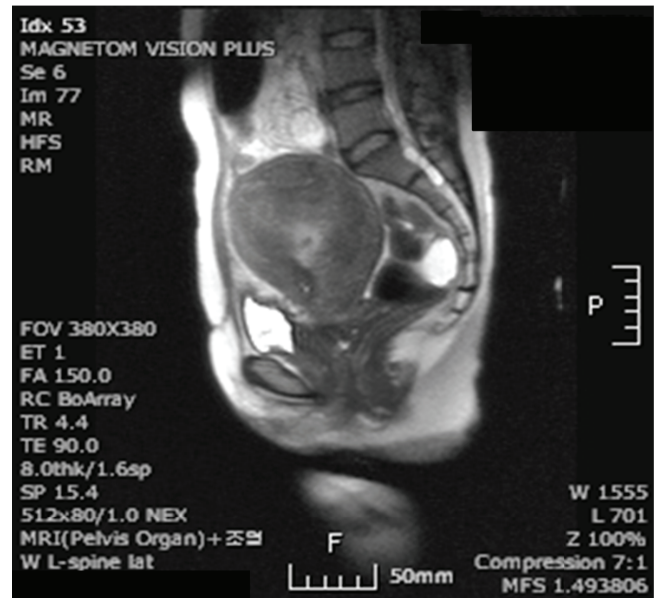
Magnetic resonance imaging findings of the pelvic organ. Diffuse enlarged uterus showed highly heterogeneous signal intensity on T2WI. High signal intensity of endometrial cavity showed obliterated junctional zone. Uterus showed high signal intensity on T1WI. In contrast imaging, lace like enhancement of endometrial cavity and heterogenous enhancement of uterine wall was noted. R/O uterine sarcoma such as endometrial stromal sarcoma. R/O, rule out.
